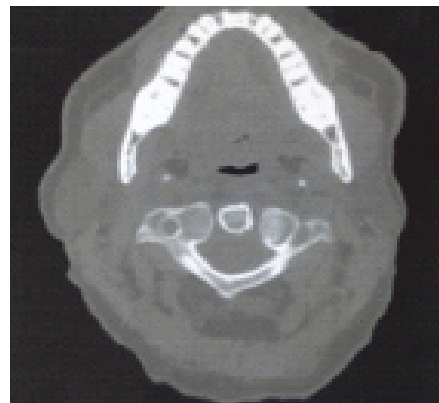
Tomografía computarizada de axis, apófisis, luego del tratamiento. Corte coronal. Ver texto
